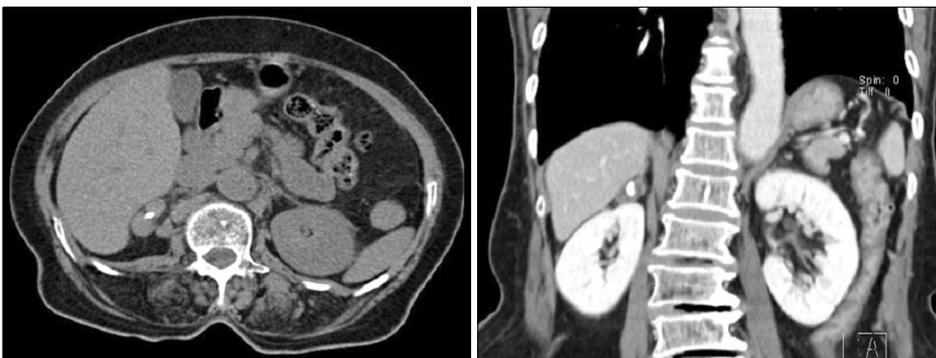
Computerized tomography (CT) shows an approximate 2.7cm sized ovoid mass with central calcification in the right adrenal gland. On contrast material enhancement, there is no definite enhancement in the right adrenal mass.
